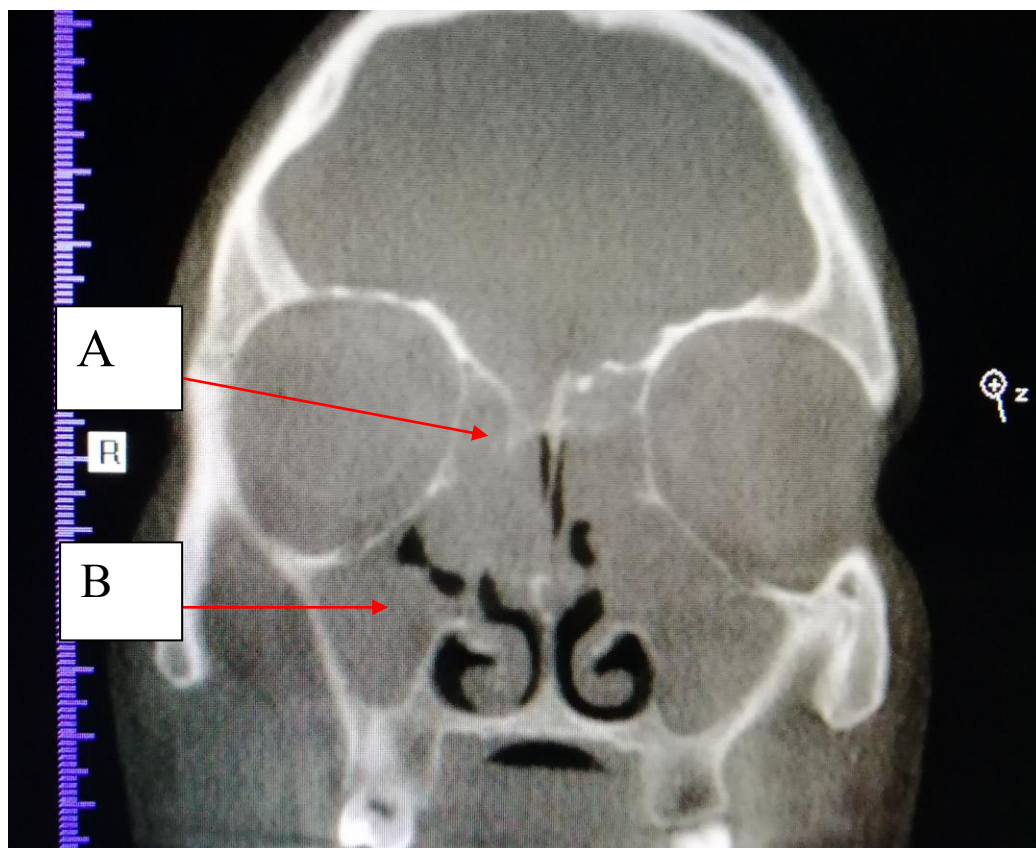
КТ околоносовых пазух пациента К., до начала лечения. Тотальное затенение решетчатых пазух (А), верхнечелюстных пазух (В).
